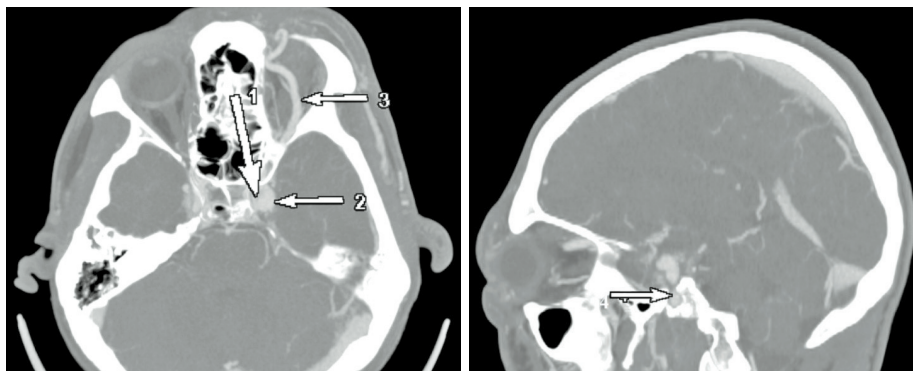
Сканы КТ-ангиографии пациента Х., 1995 года рождения. Исследование в режиме КТ-ангиографии: определяется каротидно-кавернозное соустье слева (1), отмечается расширение левого пещеристого синуса (2), определяется контрастирование левого пещеристого синуса и расширенной верхней глазничной вены в артериальную фазу (3), за счет ретроградного тока контрастного вещества из левой внутренней сонной артерии (4)
